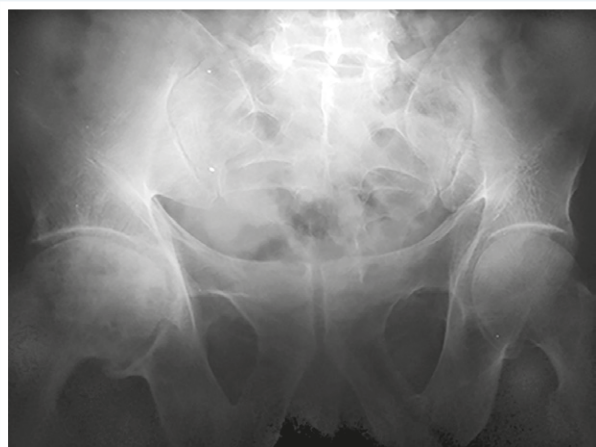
Рентгенографія кісток таза пацієнта К.
